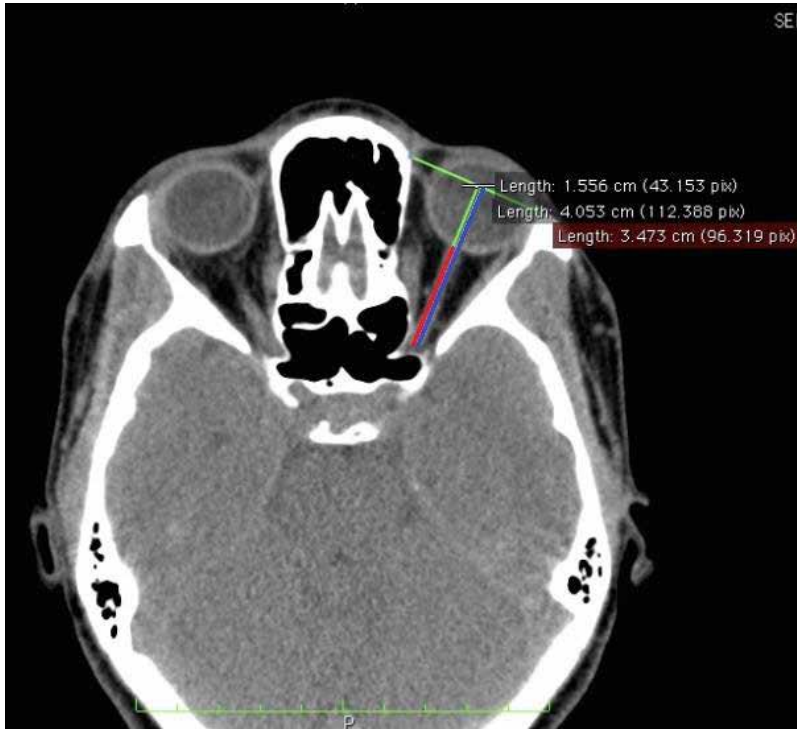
Corte axial de TC em que está presente o comprimento da cavidade orbital (linha azul) e o comprimento do nervo óptico (linha vermelha).
